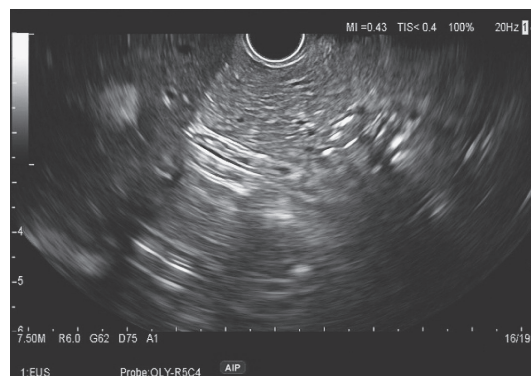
超音波内視鏡検査（胃からのアプローチ）.
